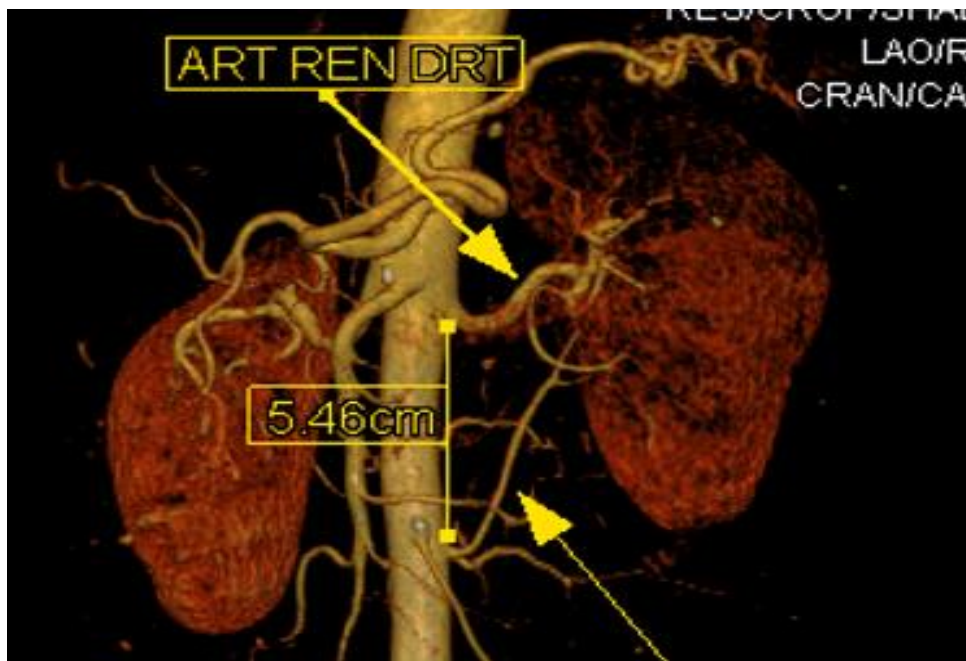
Reconstruction en rendu volumique (VR) à partir d'images TDM: artère surnuméraire hilare (flèche) qui naît sous l'artère rénale principale.
